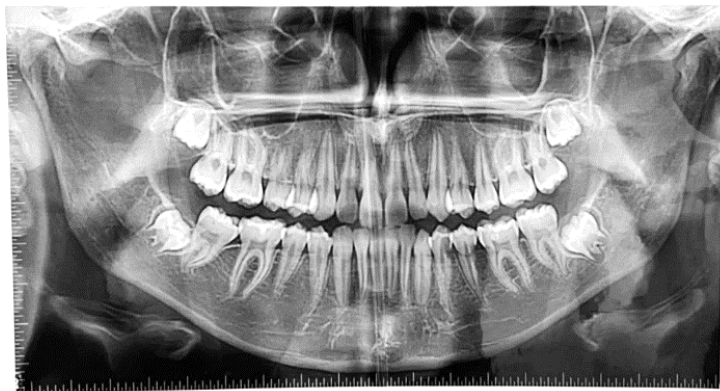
Cazul clinic 4; ortopantomografie
